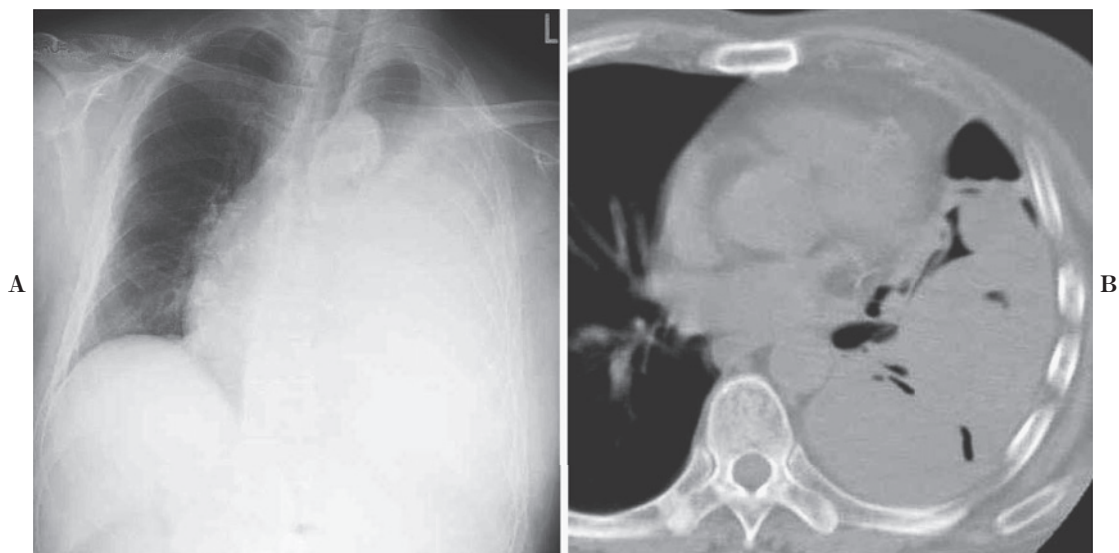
(A) Chest X-ray film on admission shows a massive left hemothorax with mediastinal deviation to the right. (B) Chest computed tomography after chest tube placement shows a large and homogeneous lesion compressing the lung.
